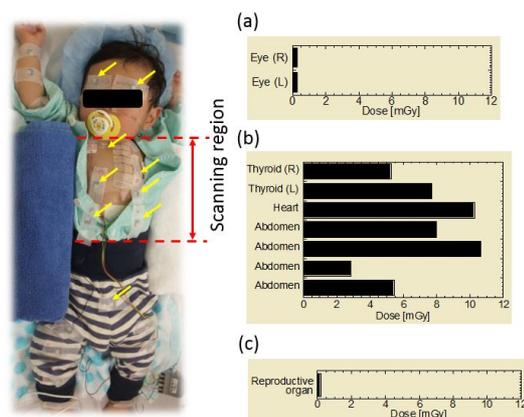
小児 CT 検査における患者さんの被ばく線量測定結果の例。
